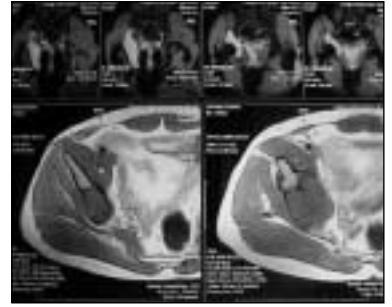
RM de la lesión pelviana.
